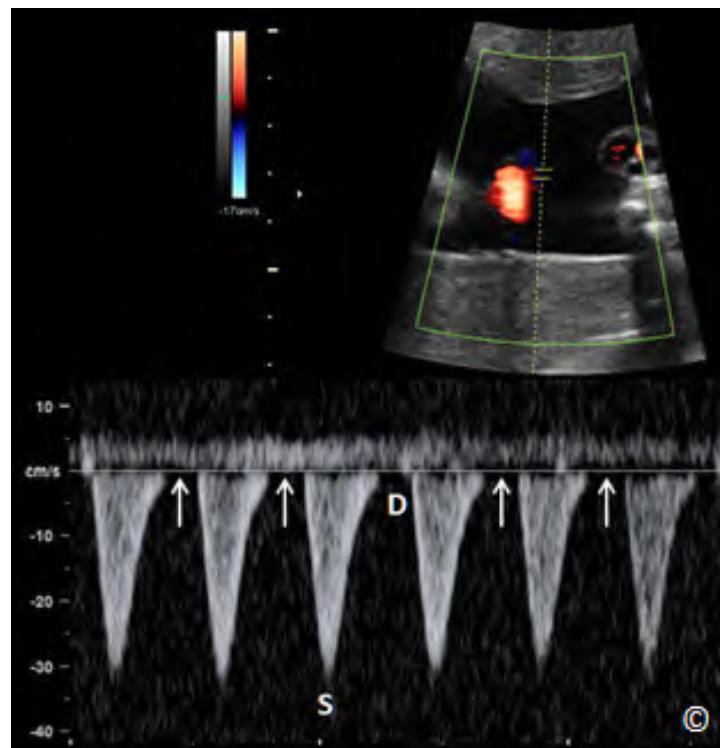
Doppler xung của động mạch rốn tại vị trí cắm vào bánh nhau (S = Thời tâm thu và D= Thời tâm trương). Các sóng Doppler đồng dạng khi không có sự hô hấp của thai nhi.
